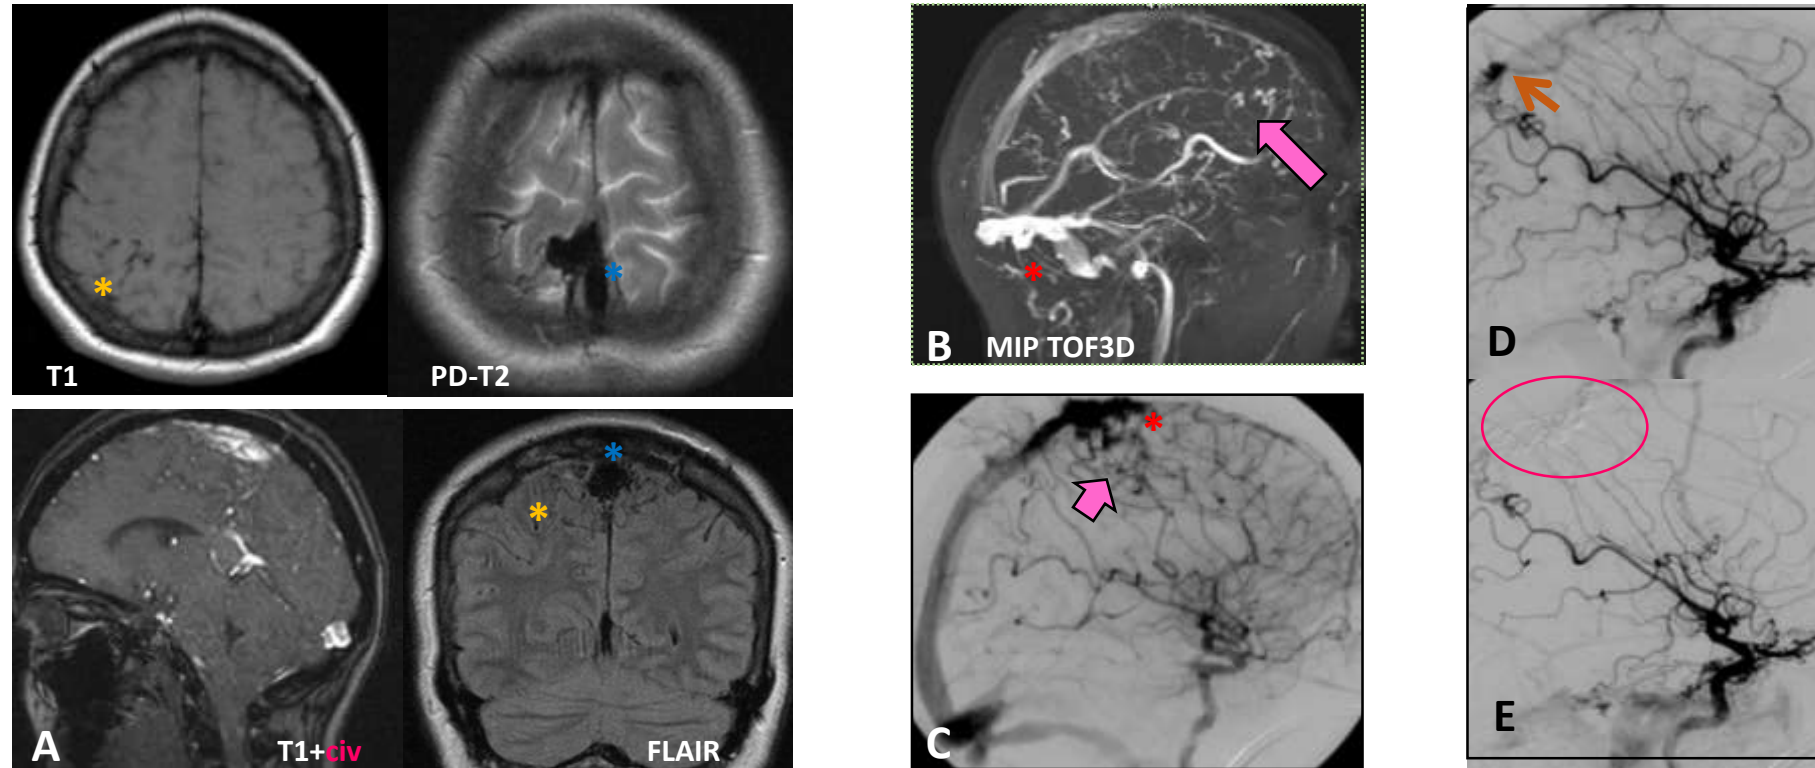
Mujer de 30 años con cefalea hemisférica opresiva de varios meses de duración sin signos de alarma. A) La RM reveló una lesión parietal postcentral medial derecha (*) adyacente al seno sagital superior, con ausencia de flujo (*), hipointensidad en T1/T2/FLAIR y realce con contraste compatible con una MAV. Se observaron estructuras vasculares a lo largo de la hoz y los surcos corticales, correspondientes a venas de drenaje (flecha gruesa). B) La angio-RMN identificó estructuras vasculares anormales adyacentes al seno sagital superior y la fisura interhemisférica (flecha gruesa), probablemente relacionadas con una fístula arteriovenosa dural, junto con dilatación de los senos venosos duros (*) y venas cerebrales. D) La angiografía cerebral confirmó una FAVD en la convexidad izquierda (flecha delgada) adyacente al seno sagital superior, con irrigación de la arteria meníngea media y ramas distales de las arterias cerebral posterior izquierda, cerebral media derecha y pericallosa, y patrón de drenaje anterógrado hacia el seno sagital superior y las venas corticales (grado III de Cognard). E) Embolización con desvascularización parcial.
